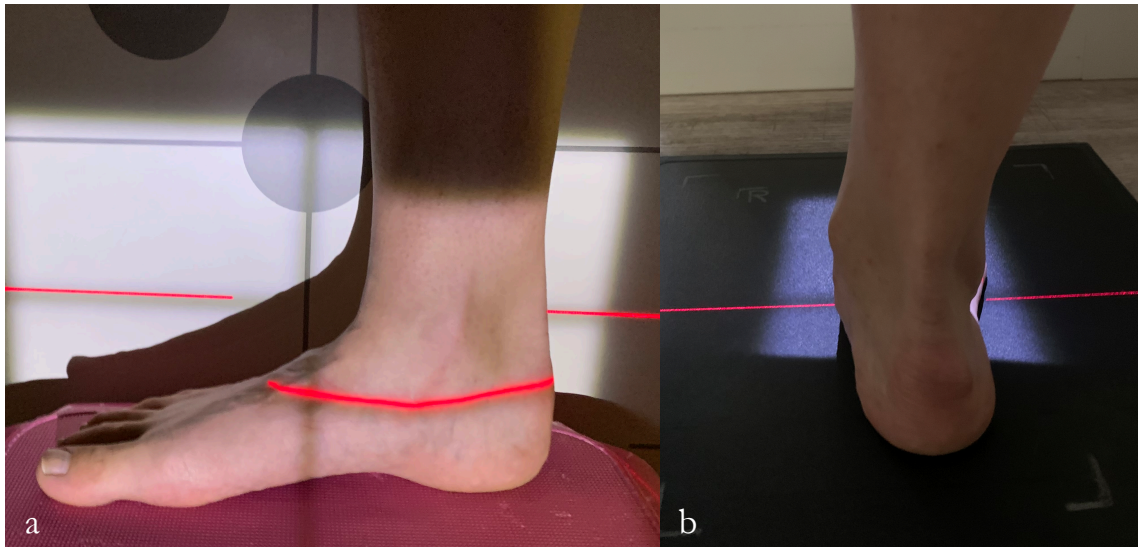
Einstelltechnik für das Röntgenbild im lateralen Strahlengang (a) und im dorsoplantaren Strahlengang (b)
